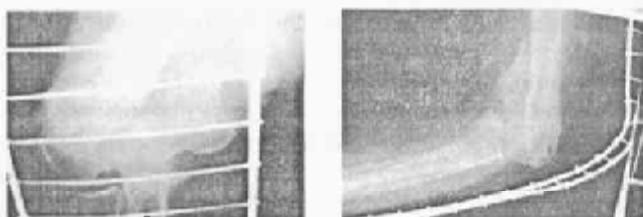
Рентгенограммы пациентки Г., 80 лет, при поступлении в клинику 10.05.2001 года
